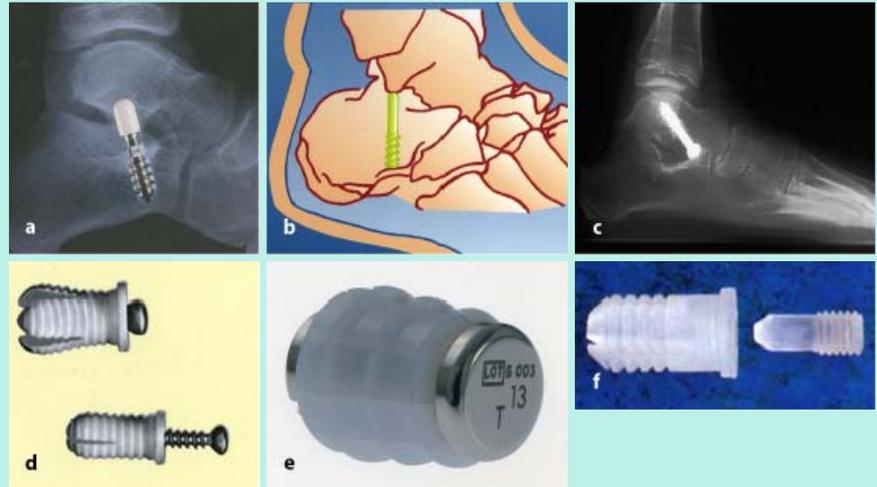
▲ Andere Schrauben und andere Techniken (Das Bildmaterial wurde freundlicherweise von den Herstellerfirmen zur Verfügung gestellt.): a Spezialschraube mit zylindrischem Kopf und radiotransparentem Plastiküberzug (Fa. Dao), b Spezialschraube mit glattem Ende, die in umgekehrter Richtung eingebracht wird (Fa. Tecres), c Röntgenaufnahme mit eingebrachter Talus-Spongiosschraube, d Expansionschraube, die im Sinus tarsi implantiert wird (Fa. Sorem Ortho S.A.), e Expansionschraube Kalix (Fa. Newdeal), f Expansionschraube nach Giannini aus dem resorbierbarem Material PLLA (Fa. Stryker Howmedica)
